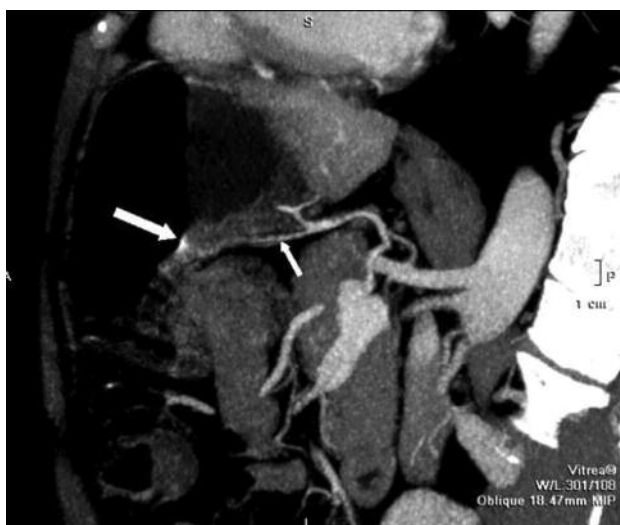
(а, б). На МСКТ-сканах і мультипланарних реконструкціях по задній стінці тіла шлунка, ближче до малої кривизни, на відстані 5,5–6 см від стравохідно-шлункового переходу в підслизовому шарі, виявлена аберантна, розширена до 1,5 мм артерія з екстравазацією контрастної речовини за межі артерії
